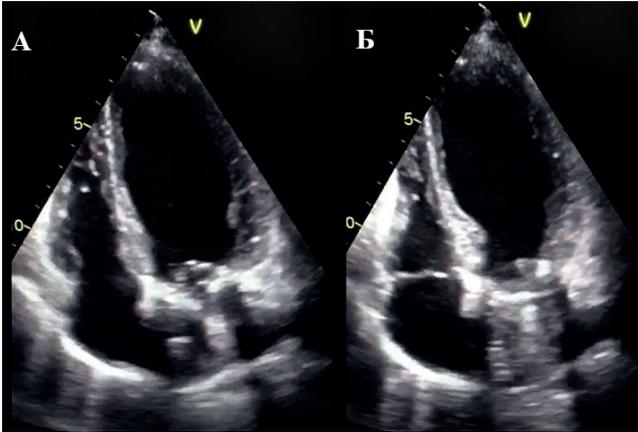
ЭхоКГ у пациента с типичной (апикальной) формой КТ (четырёхкамерный вид): А — диастола ЛЖ; Б — систола ЛЖ. Собственные данные.
